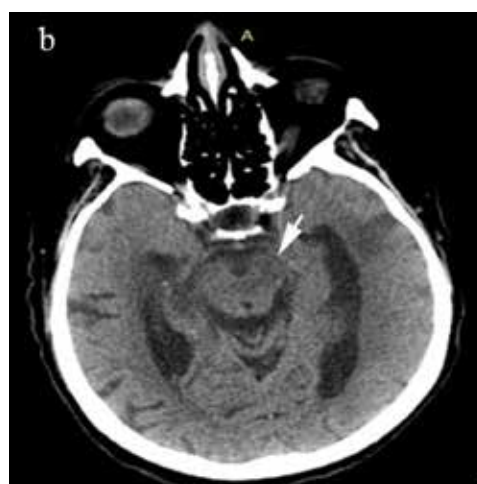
МСКТ головного мозга после операции (12-е сутки). а. Признаков нового ишемического поражения головного мозга нет, регресс латеральной дислокации. б. Стрелкой указан регресс признаков сдавления ножковой и обходящей цистерн
